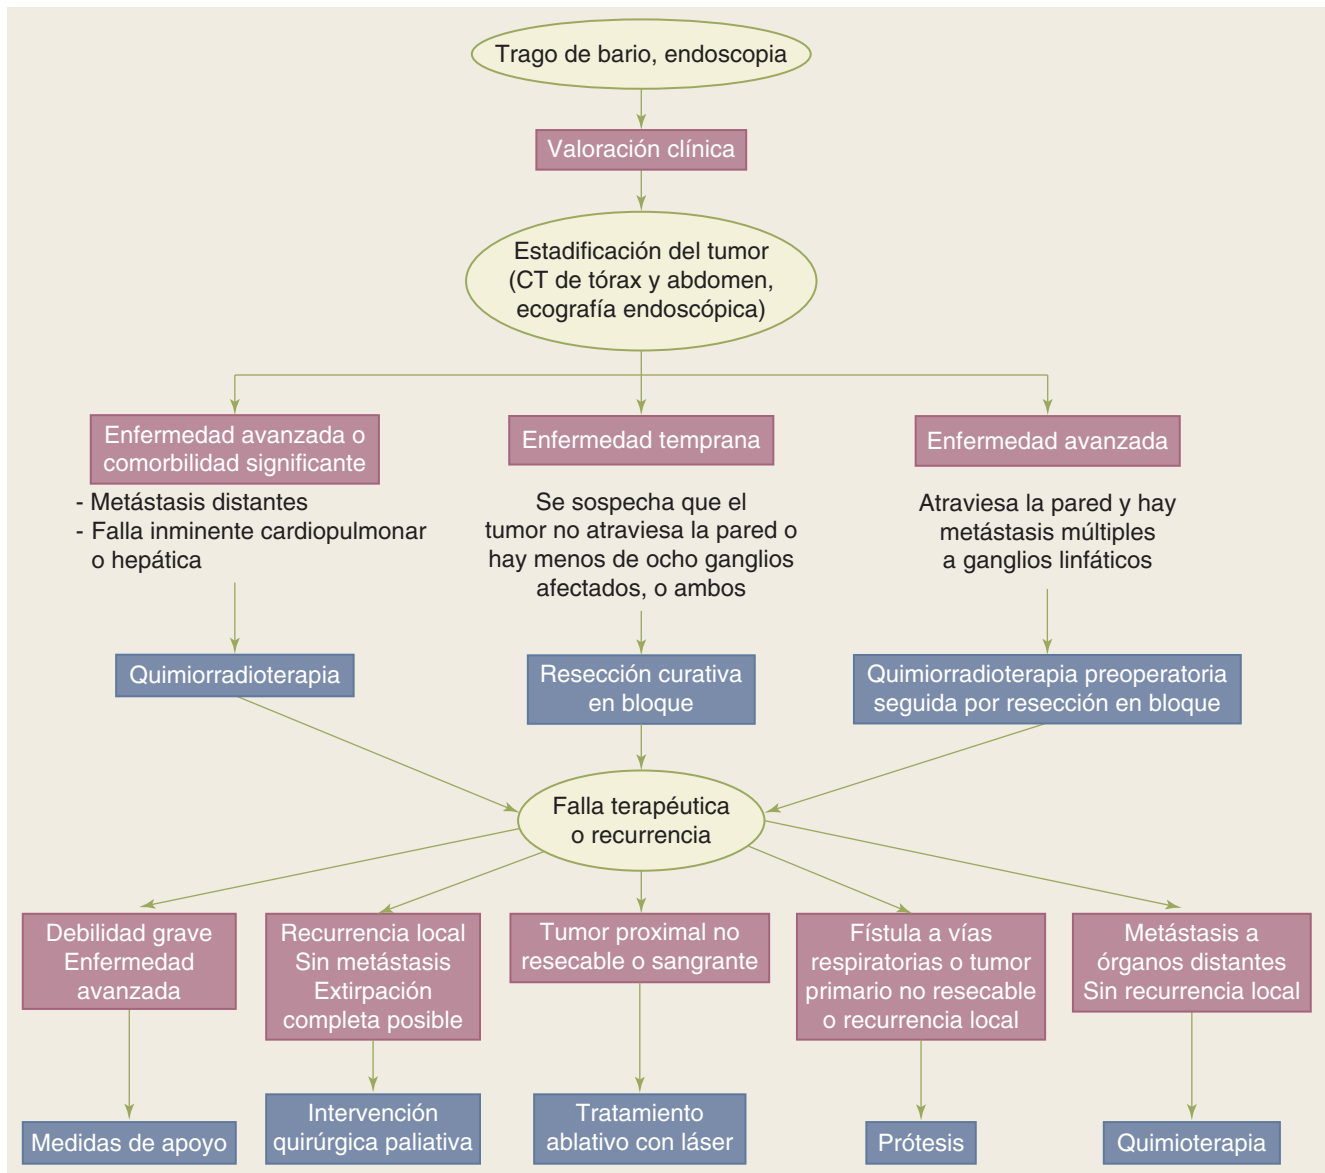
Algoritmo general propuesto para el tratamiento de carcinoma de esófago. CT, tomografía computarizada.
